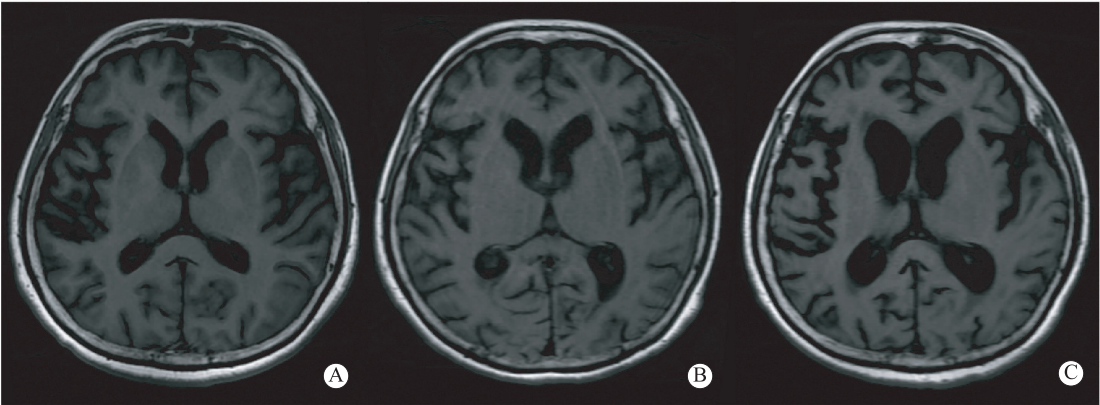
女性患者(52岁)颅脑MRI表现 A为5月8日T₁FLAIR;B为6月12日T₁FLAIR;C为7月21日T₁FLAIR;轴位像示随着病程进展,脑萎缩进行性加重
